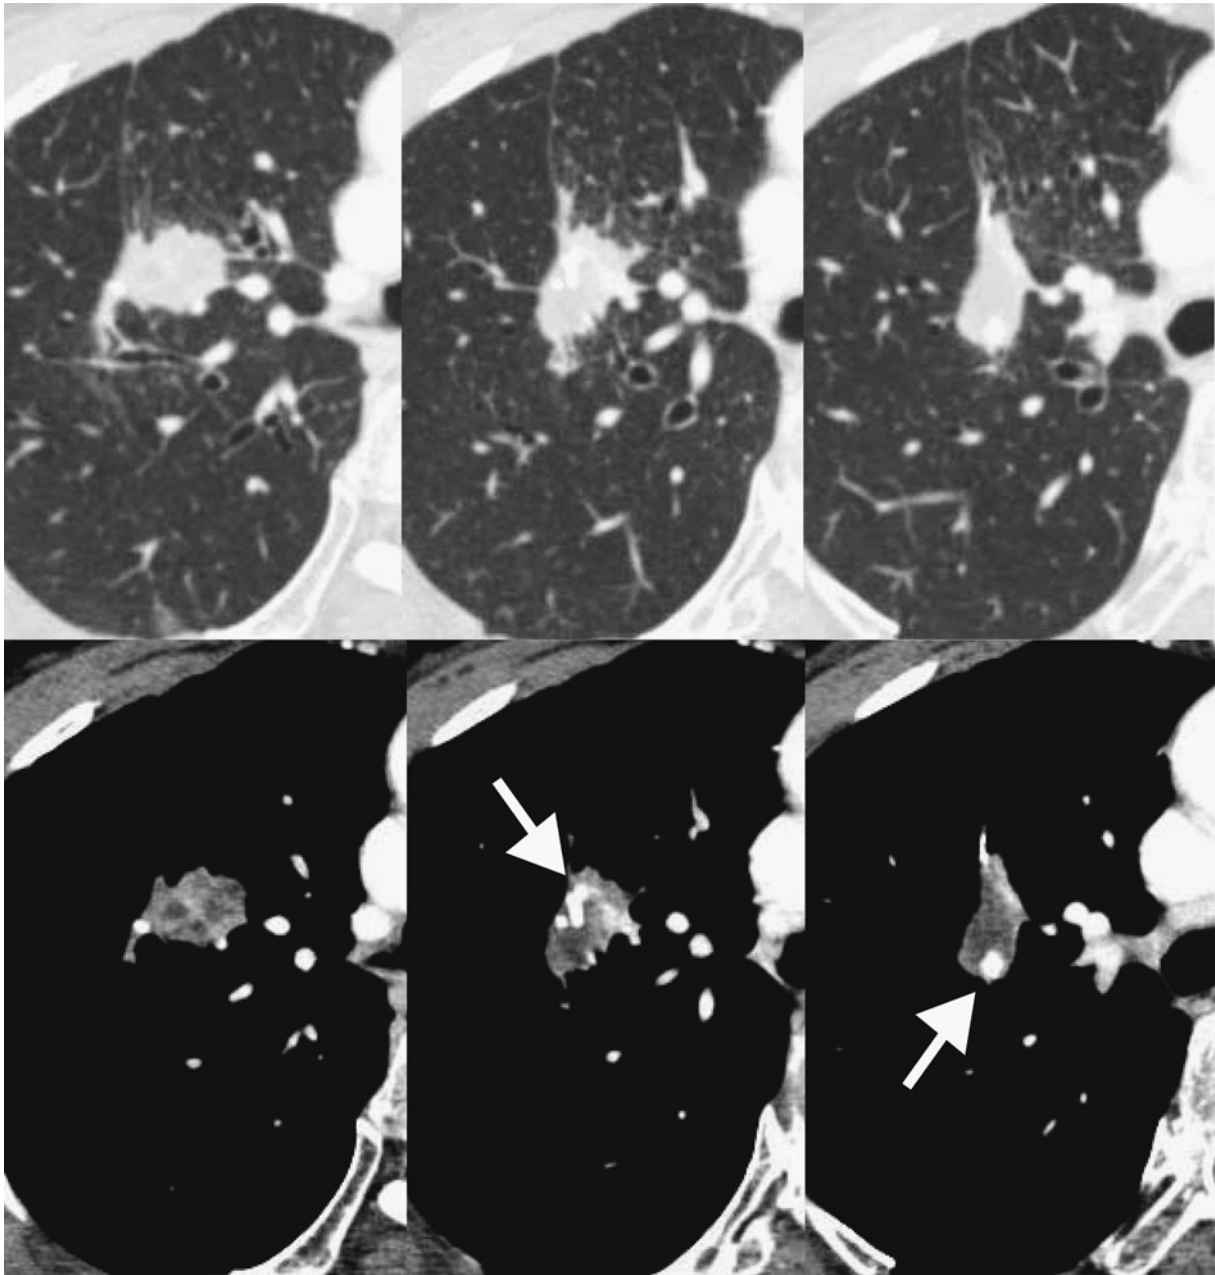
Enhanced thin-section (TS)-CT showed an irregularly enhanced nodule near the high density staple-line (arrows). Enhanced vessels are visible in the periphery of nodule.
